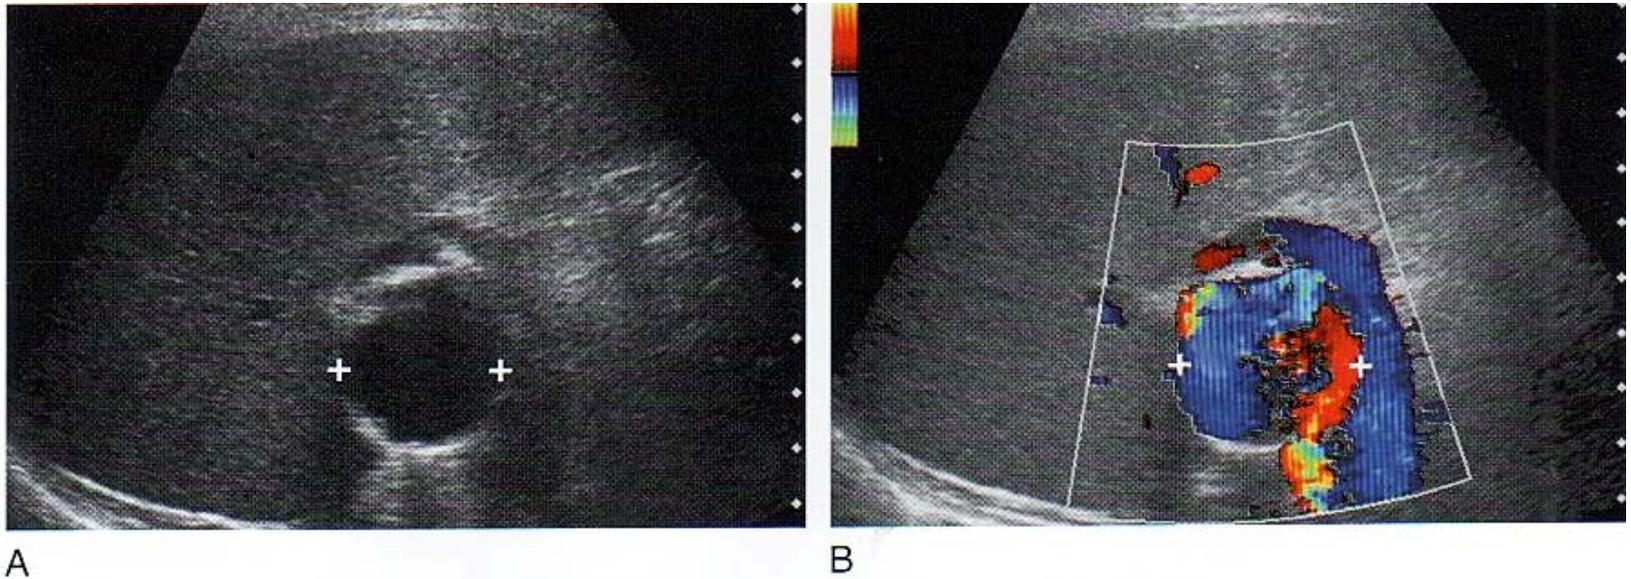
Aneurisma de la arteria esplénica. A. La visión longitudinal del bazo muestra una lesión bien definida, de aspecto quístico (*cursores*), en el hilio esplénico. B. El Doppler color muestra flujo interno turbulento típico de un aneurisma.
